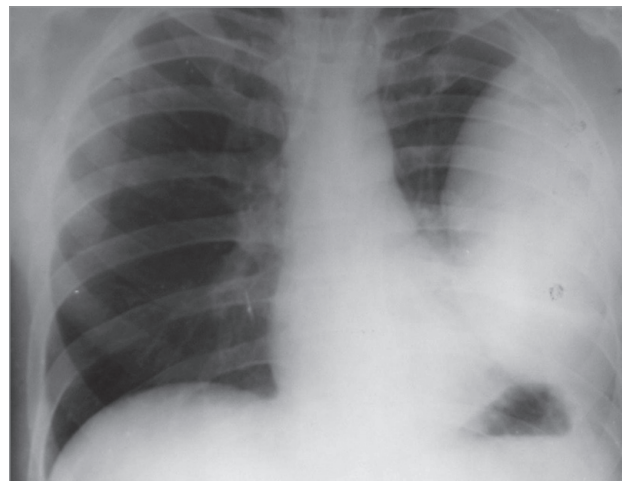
Левосторонняя костальная эмпиема плевры. Рентгенография
